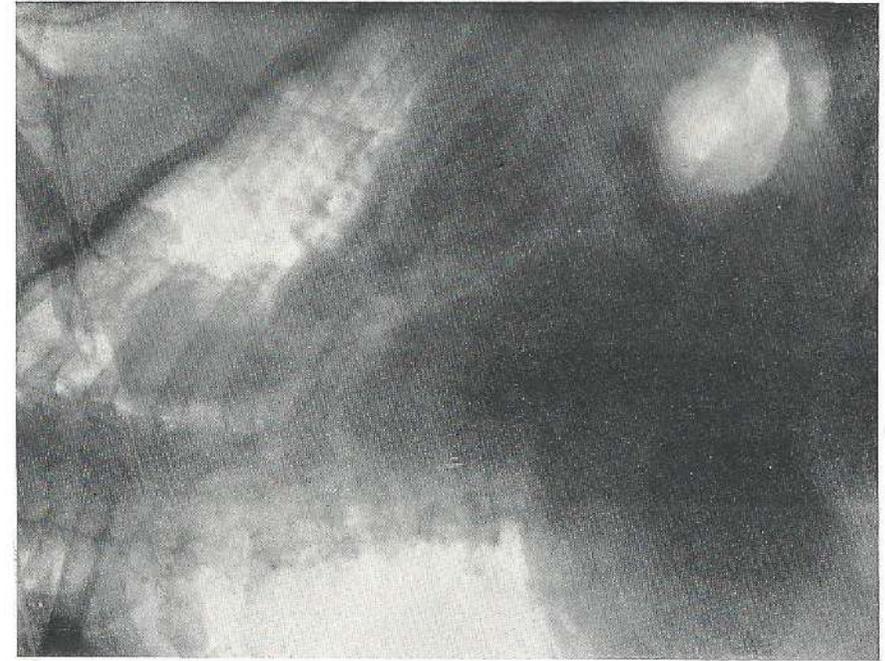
Aufnahme des Oesophagus nach dem Sprechen. Der helle Strang im Röntgenbild ist jetzt verschwunden.
